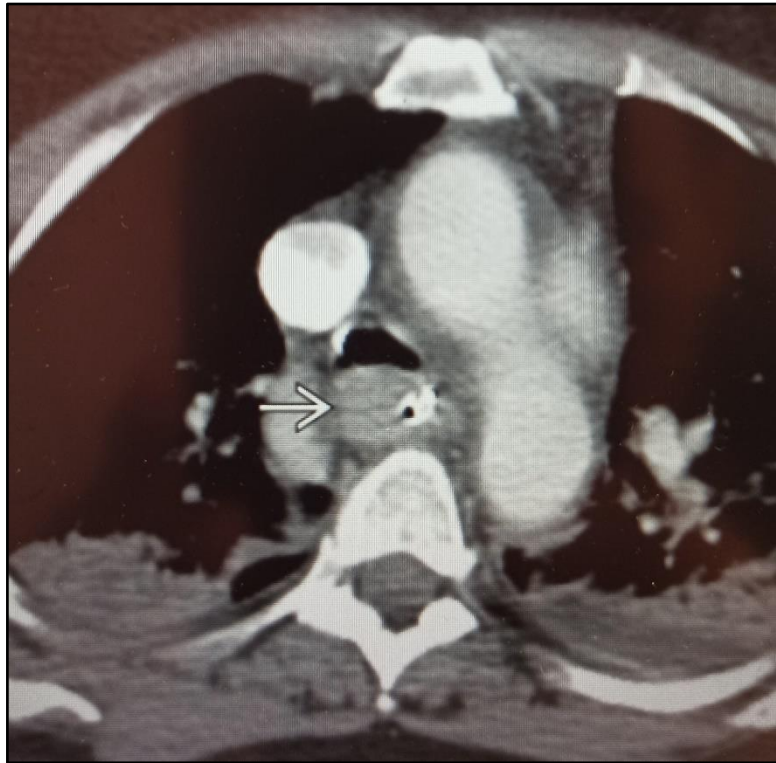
Image TDM montrant un épaissement pariétal de l'œsophage (flèche), avec foyers bilatéraux de pneumonie (service de Réanimation A4)
